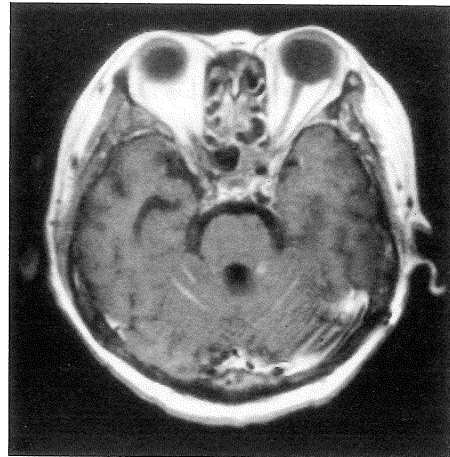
Case 3. Contrast-enhanced T<sub>1</sub>-weighted MR image (1.5T) demonstrates abnormal enhancement in the cerebellar sulci.
